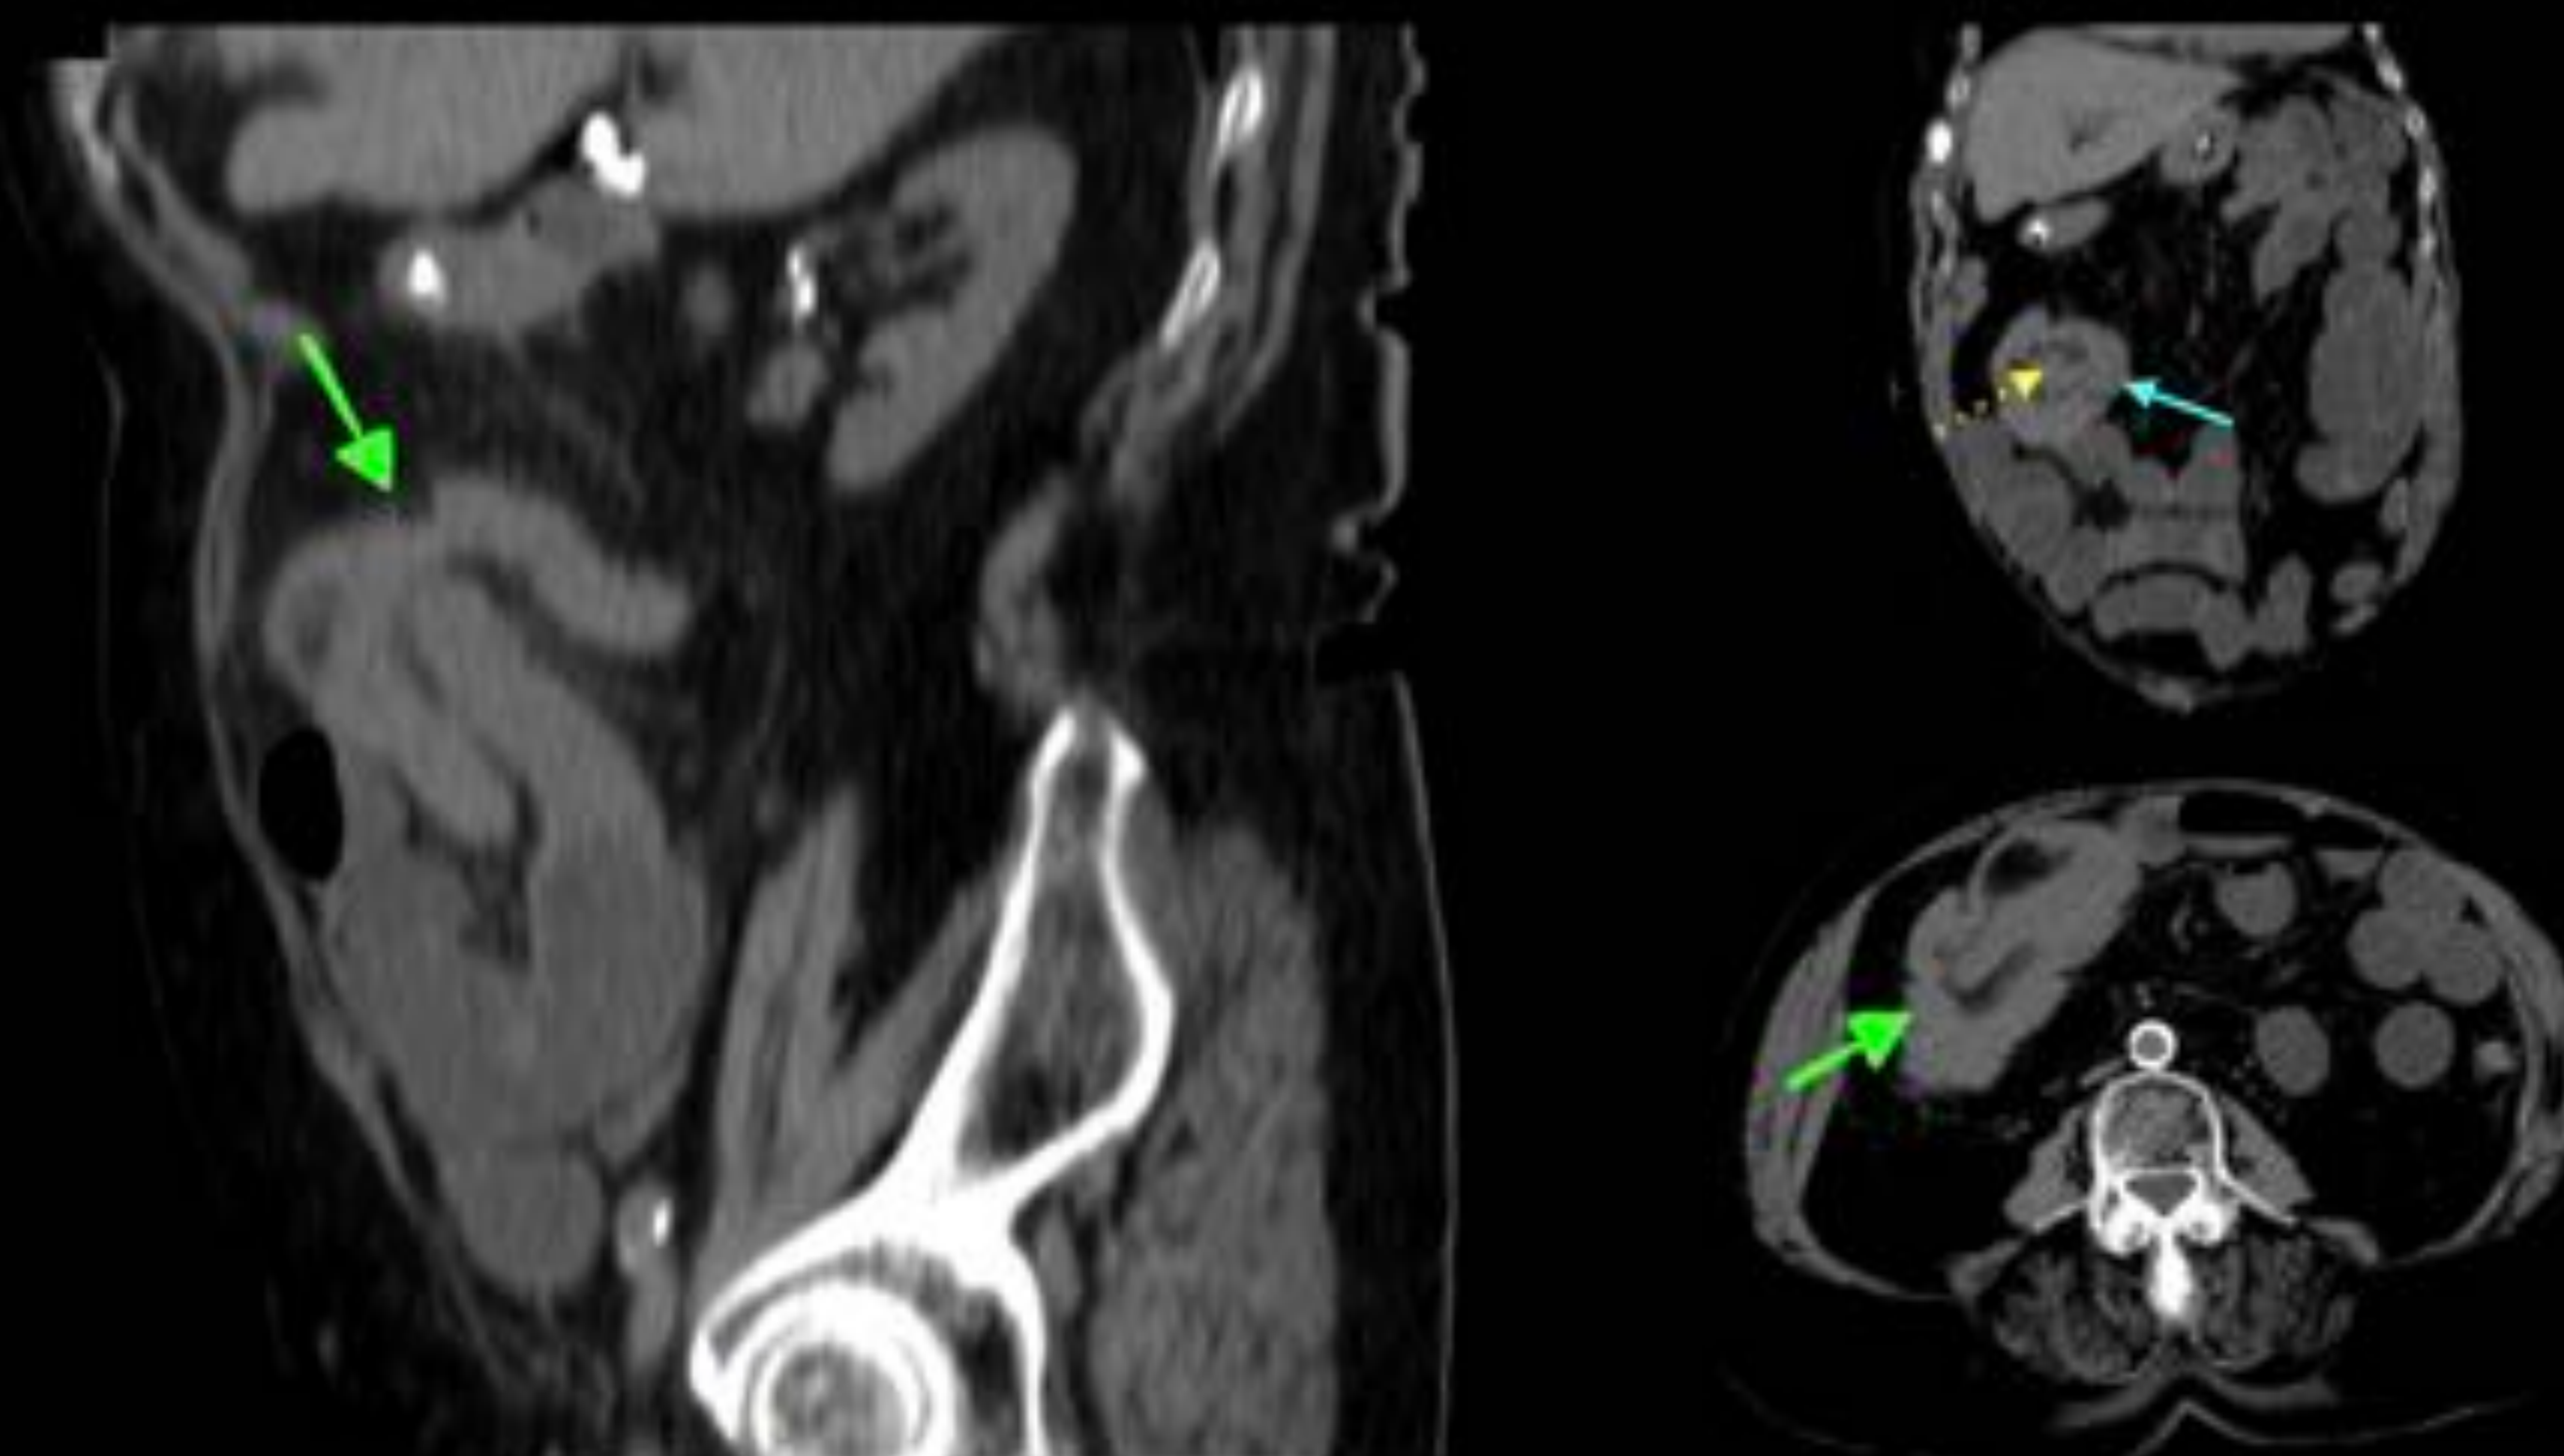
Paciente de 68 años con dolor abdominal de 24h de evolución, vómitos de aspecto biliar y ausencia de tránsito de una semana. Se realiza TC abdomino-pélvico sin contraste por deterioro de la función renal. Se observan signos radiológicos de invaginación ileocólica (flecha verde) (asa invaginada (flecha discontinua) y asa invagante (flecha continua) con dilatación leve difusa de asas de intestino delgado proximales.
